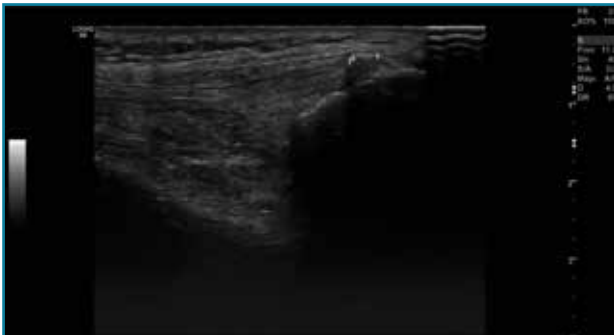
Corte sagital de una ecografía de rodilla: foco hipoeicoico por rotura parcial del tendón cuadriceps.
